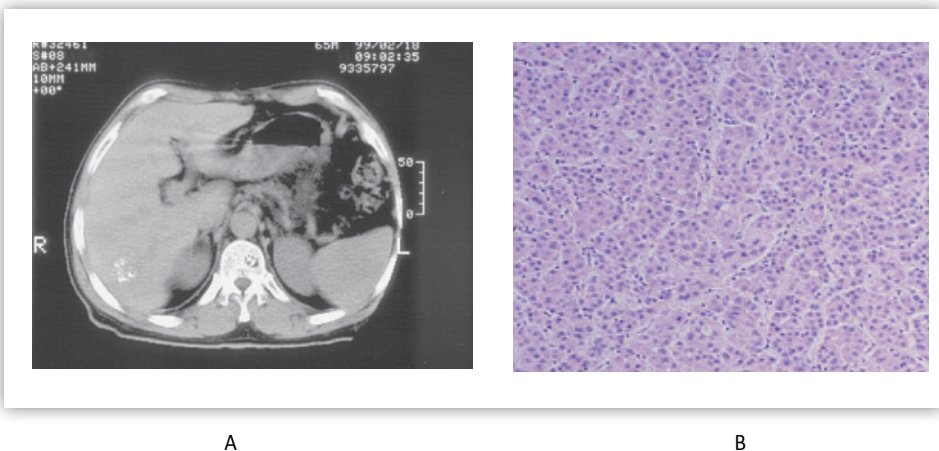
El hepatocarcinoma puede complicar la evolución de la hepatopatía crónica por VHC. A) Imagen de un hepatoma en el lóbulo derecho del hígado obtenida por TAC. B) El examen histológico se corresponde con un hepatocarcinoma bien diferenciado.
